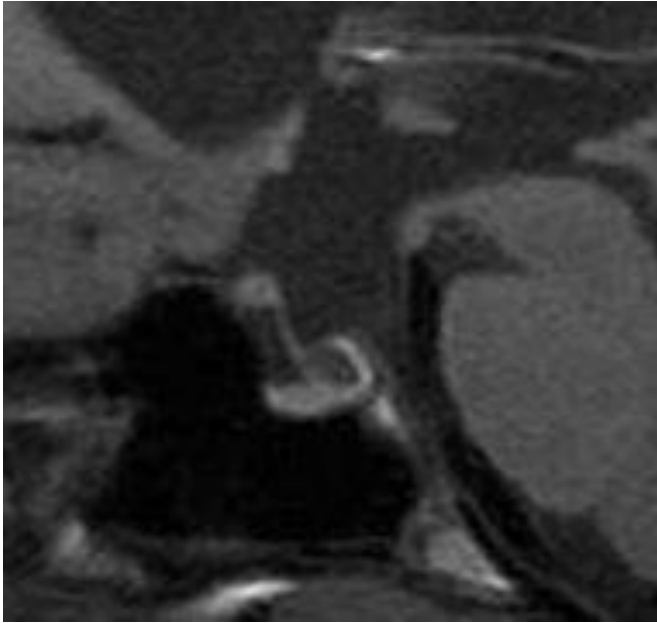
e IRM. Coupe sagittale.
